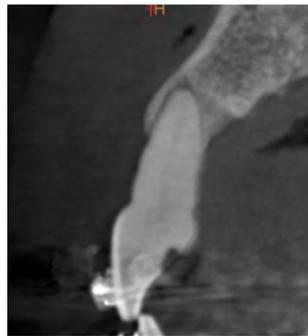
cliché radiographique de la situation clinique initiale
